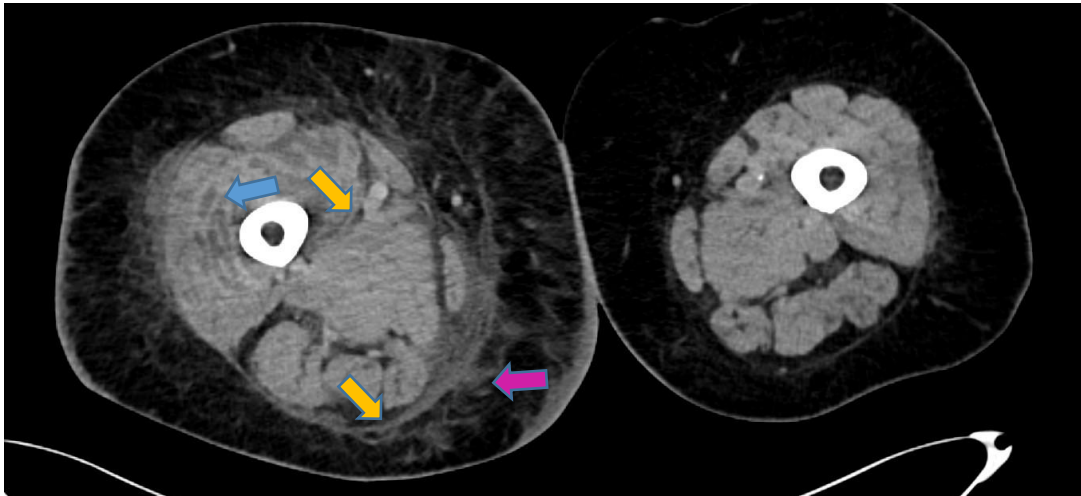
TC con contraste iv. Aumento del diámetro del muslo derecho con edema de los músculos (flecha azul) y estrías de líquido en las fascias intermusculares y profunda (flechas amarillas). Estriación de la grasa del tejido subcutáneo (flechas moradas)
